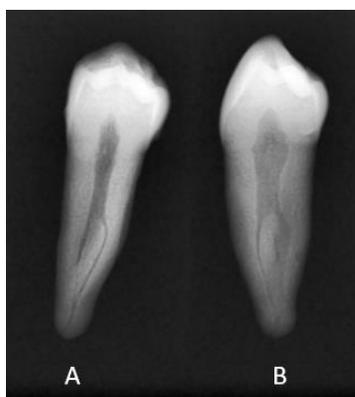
Radiografías periapicales del primer premolar inferior usando radiovisógrafo. (A) Sentido vestibulolingual. (B) Sentido mesio-distal.
